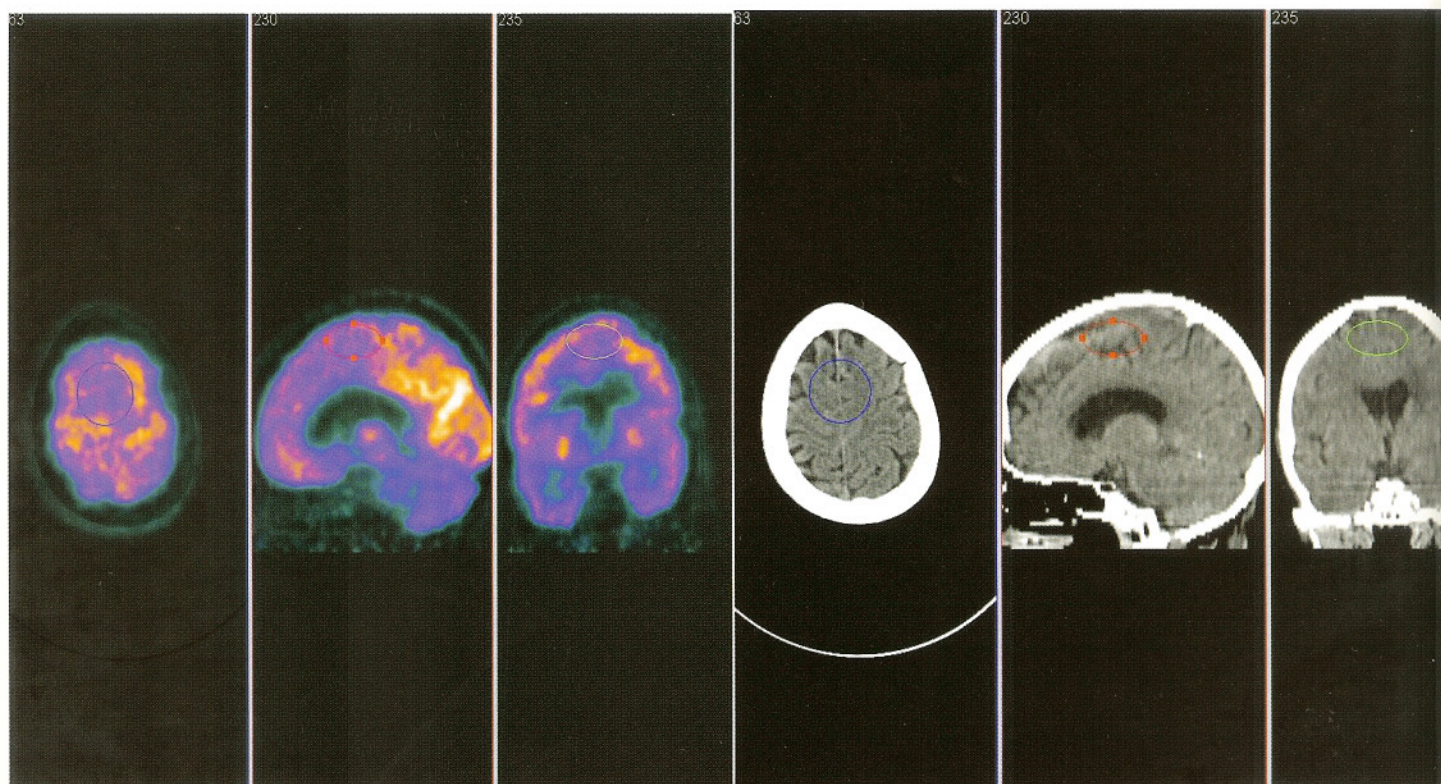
ENFERMEDAD DE PICK (DEMENCIA FRONTOTEMPORAL). PET-CT MUESTRA ANORMAL METABOLISMO MIENTRAS CT ES NORMAL.
